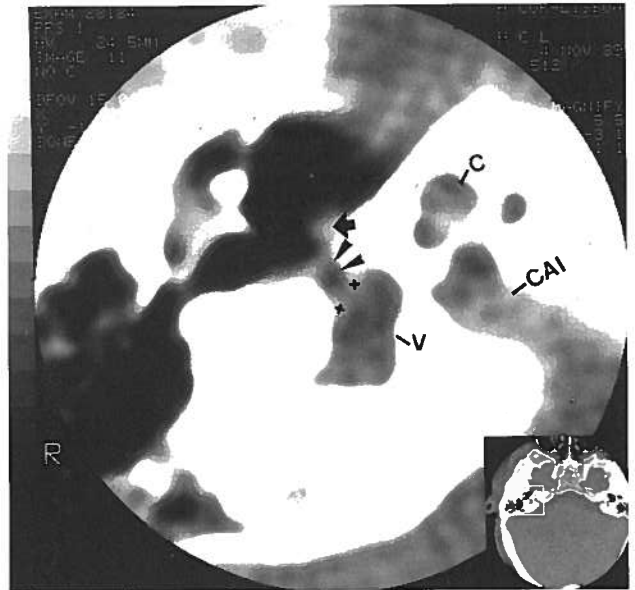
OEV com audiometria de tipo I, *gap* A/O de 40 dB. TC no plano axial: C- cóclea; V- vestibulo. Espessamento difuso da platina sendo predominante nas suas margens anterior e posterior, onde têm expressão esclerótica: forma inactiva. Obliteração da região fenestral anterior (pontas de seta) por volumosos focos densos que atingem a eminência cocleariforme (seta).
